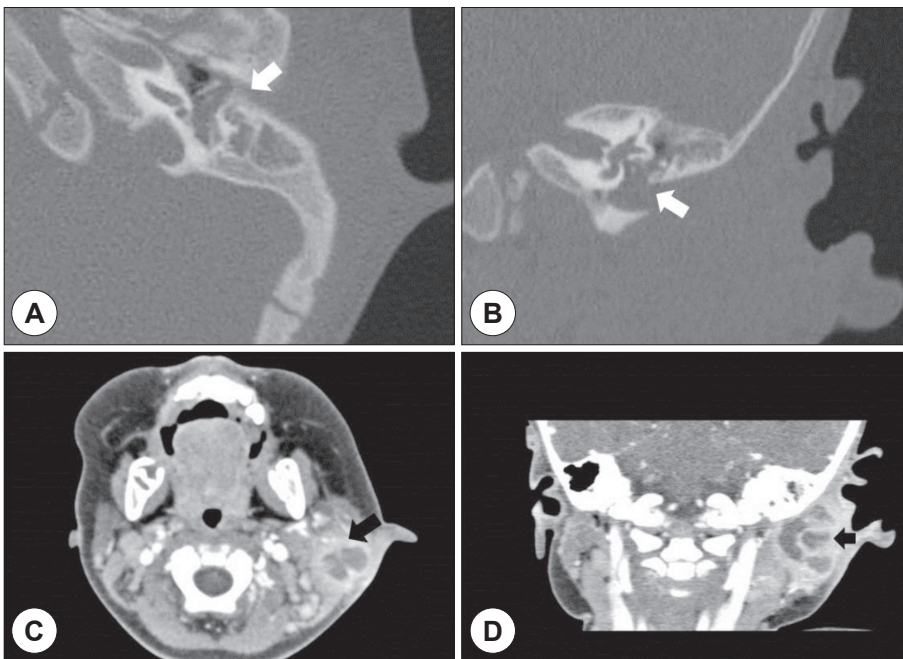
Preoperative CT scan of Temporal bone. A, B : Axial CT scan (A) and coronal CT scan (B) showed soft tissue density in left middle ear and mastoid cavity (white arrow). C, D : Contrast enhanced axial CT scan (C) and coronal CT scan (D) showed abscess formation in lateral neck area which had septation (black arrow).
